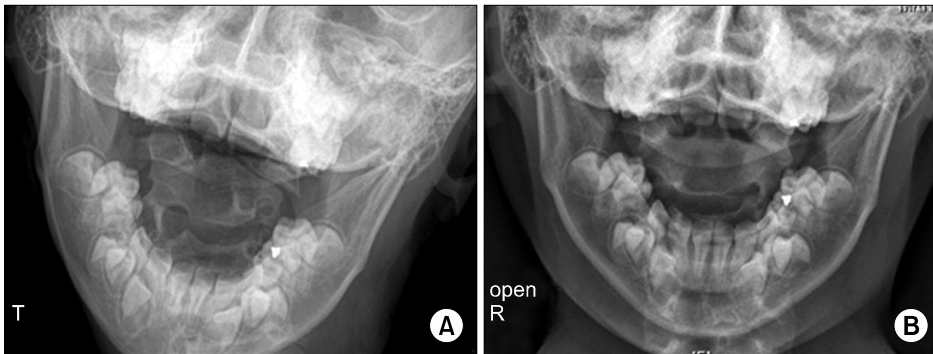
(A) Before treatment, plain radiograph of the cervical spine open mouth view was taken. (B) After treatment, rotation angle of atlantoaxial joint was improved from 50 degree to 6.6 degree.
